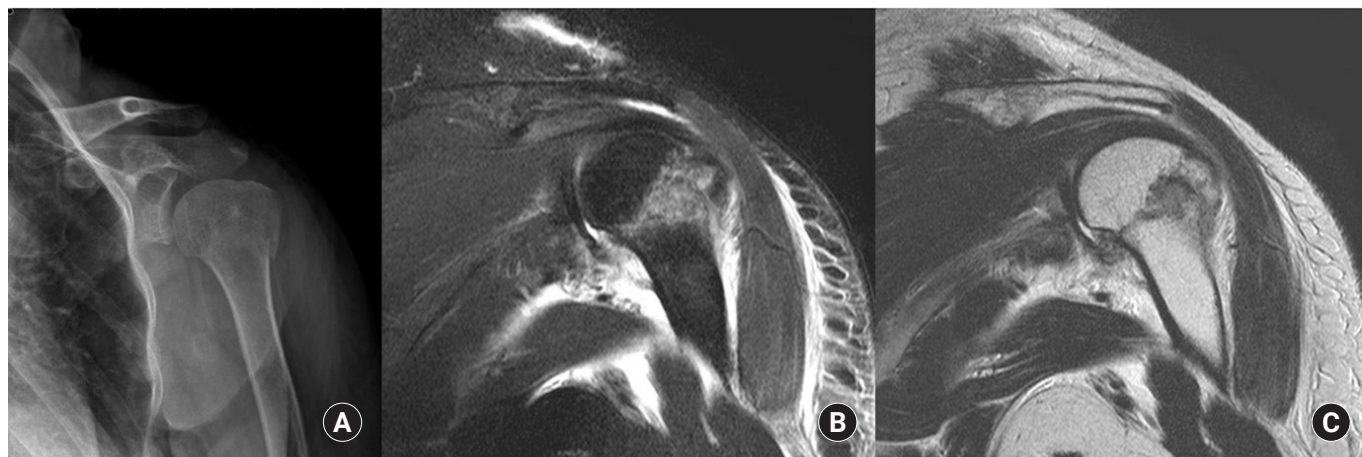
(A) Radiography of a 62-year-old female patient showing a greater tuberosity fracture of left humerus. (B, C) Magnetic resonance images showing occult surgical neck fracture of humerus accompanying greater tuberosity fracture.
